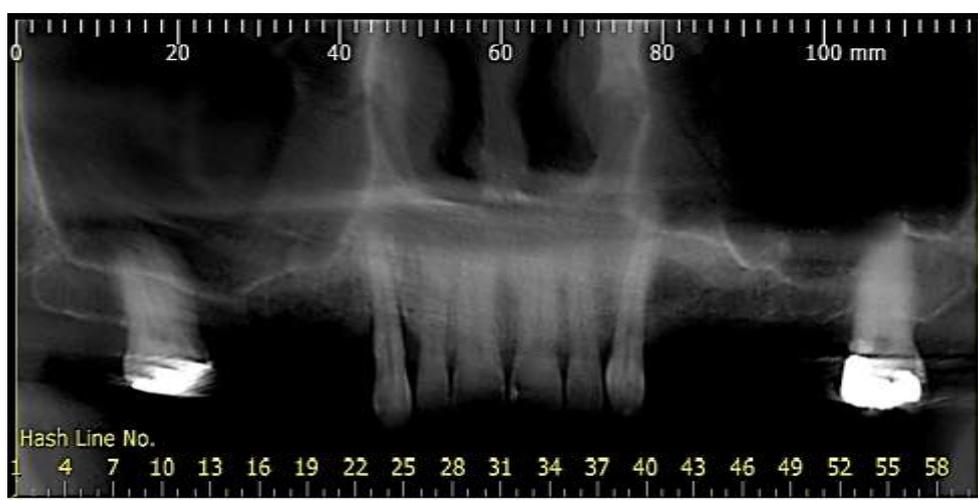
Tomografia computadorizada de feixe cônico pré-operatória mostrando reabsorção óssea na região posterior da maxila.
